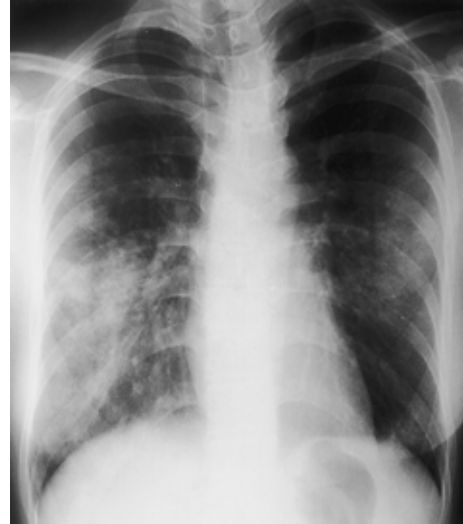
Chest X-ray and CT scan of case 2 on admission, showing consolidation in both lower lobes.
